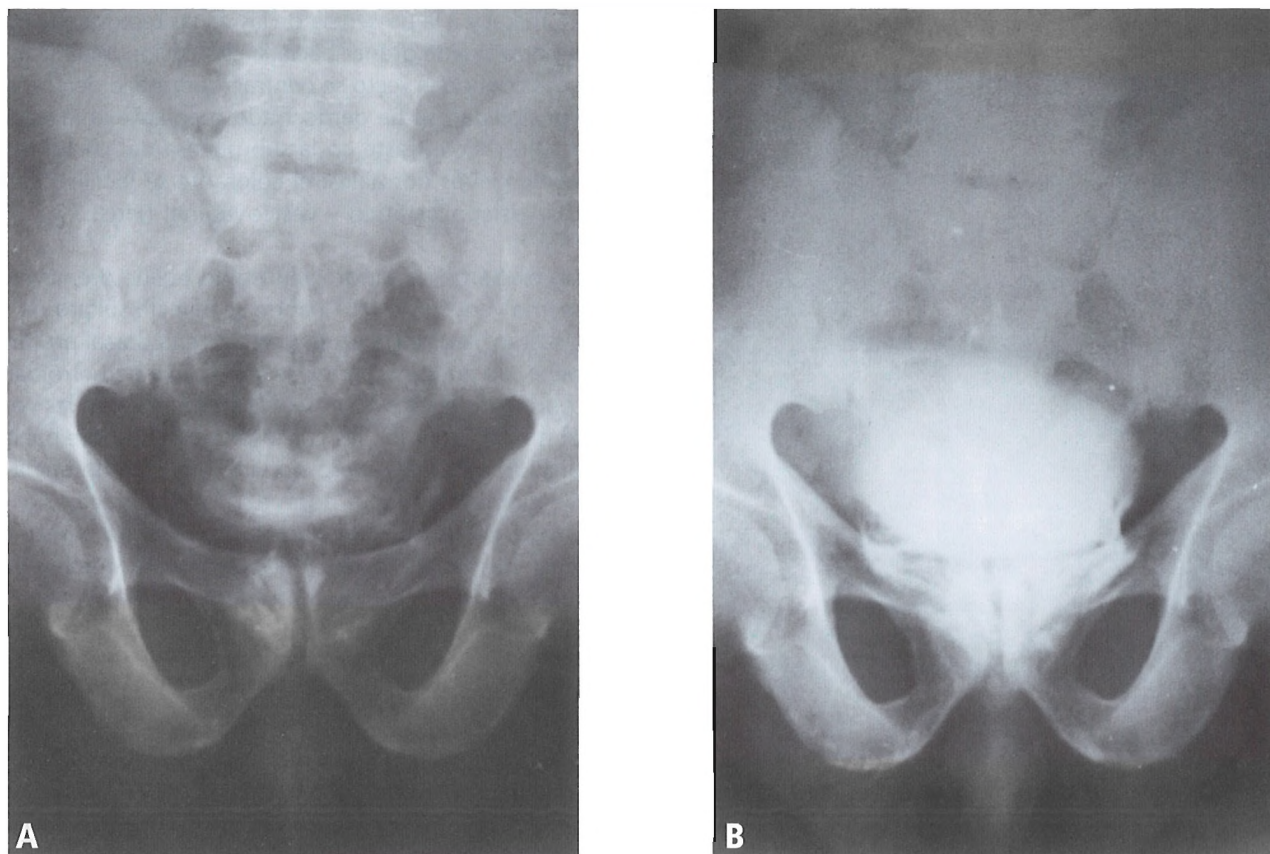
Cistografía anal en un sujeto vivo. A, Se inyecta colorante en la submucosa del cuello rectal inferior. Radiografía efectuada 10 minutos después de la inyección. El colorante revela el contorno de los plexos prostático y vesical inferior. B, La totalidad de la vejiga urinaria se opacifica 30 minutos después de la inyección. [sh17]
